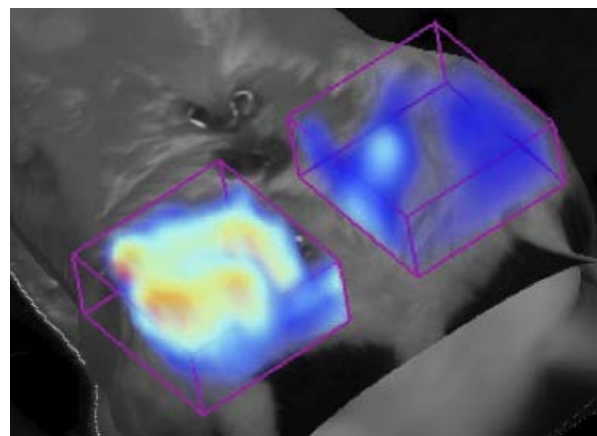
Image de tomographie par fluorescence en trois dimensions démontrant le flux sanguin d'une tumeur mammaire chez la souris (à gauche), par rapport à la perfusion d'une glande mammaire normale (à droite). La couleur jaune-orange indique une perfusion augmentée.
